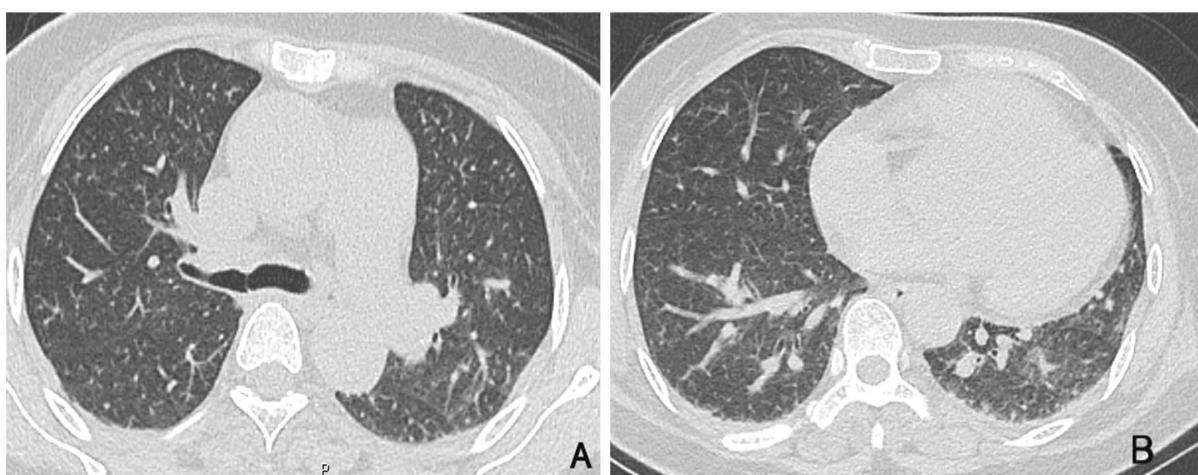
Pulmonary CT of pulmonary artery: (A) Small dotted and patchy shadows in both lungs, with tree bud sign; (B) Cable bar and patchy shadows on the back of both lungs, with blurred edges
